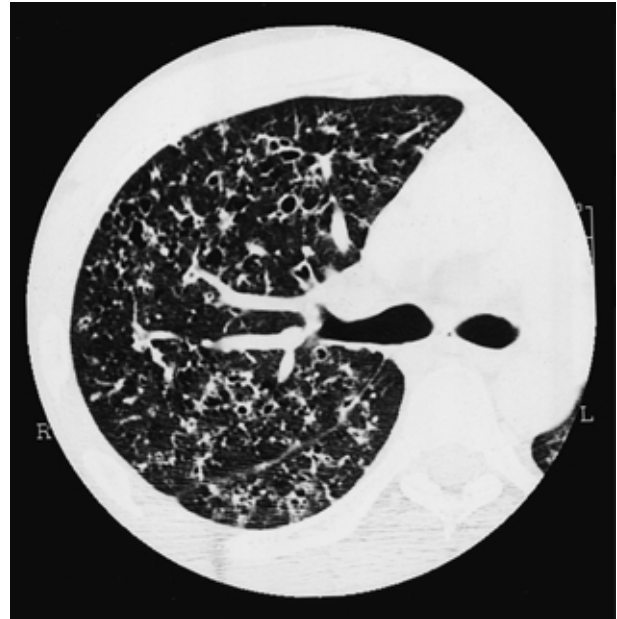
Chest HRCT taken 2 months after the onset of symptoms showing multiple cystic lesions with thick walls and small nodules.
